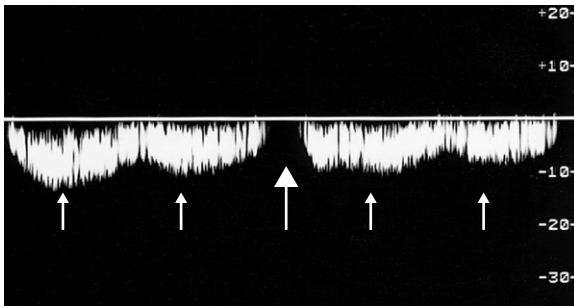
Das Dopplerspektrum veranschaulicht die Wirkung der Atmung auf den Blutfluss in der V. femoralis communis (VFC). Der große Pfeil markiert das Sistieren des Flusses während der Inspiration, und die kleinen Pfeile weisen auf geringfügige Flussänderungen innerhalb eines Herzzyklus, die in der V. femoralis communis nicht immer zu sehen sind.
